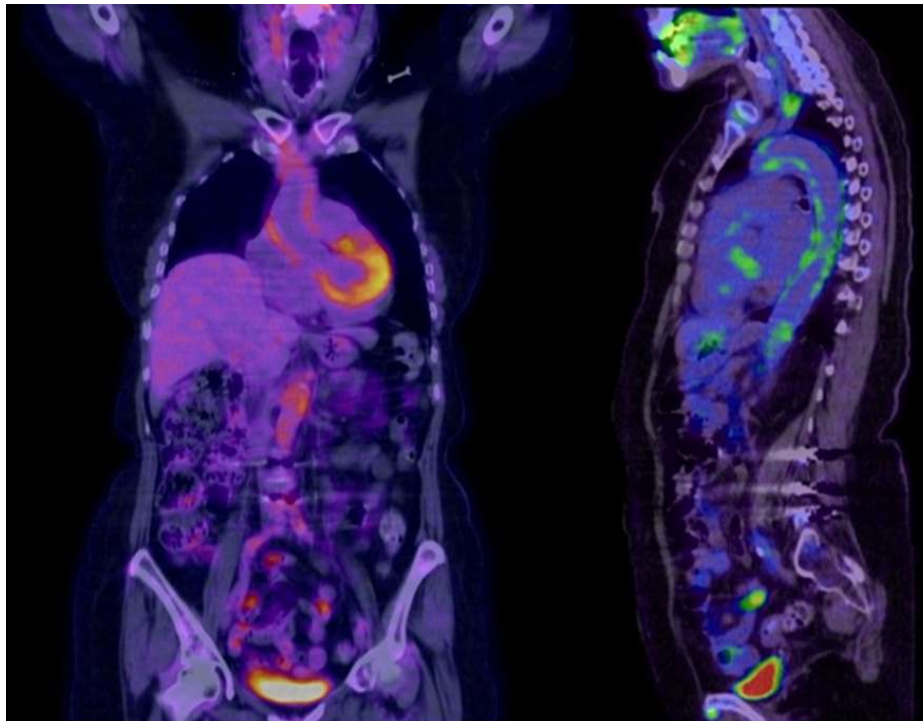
PET-TC con aumento de captación en aorta
